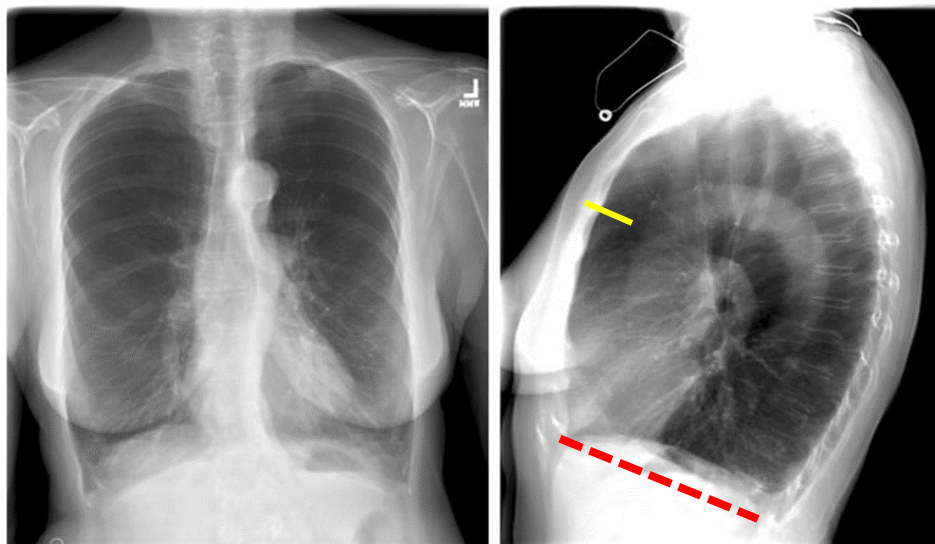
Radiografie standard (PA și profil) BPOC fenotip emfizematos.
